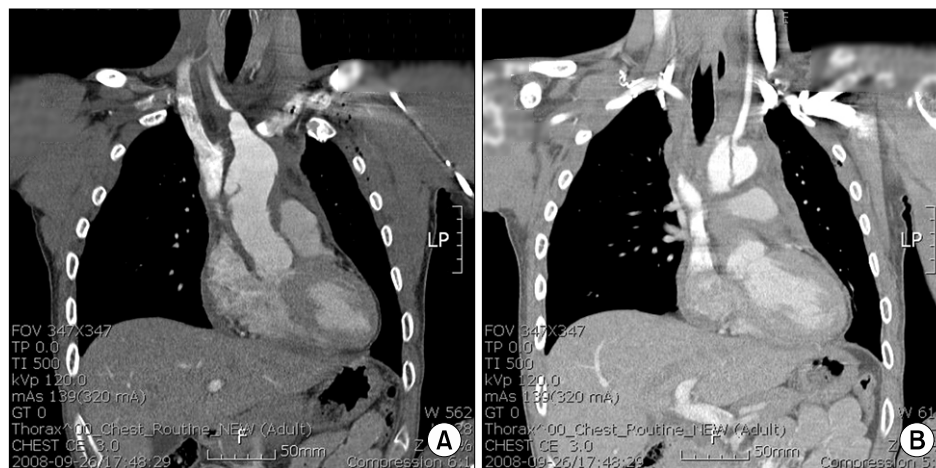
Preoperative CT shows innominate artery occlusion and intimal tearing from ascending aorta to mid aortic arch.
